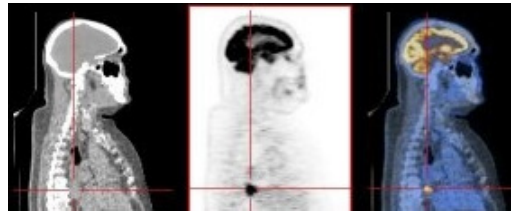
3. Images obtenues de gauche à droite par TDM, TEP et TEP-TDM<sup>12</sup>.
